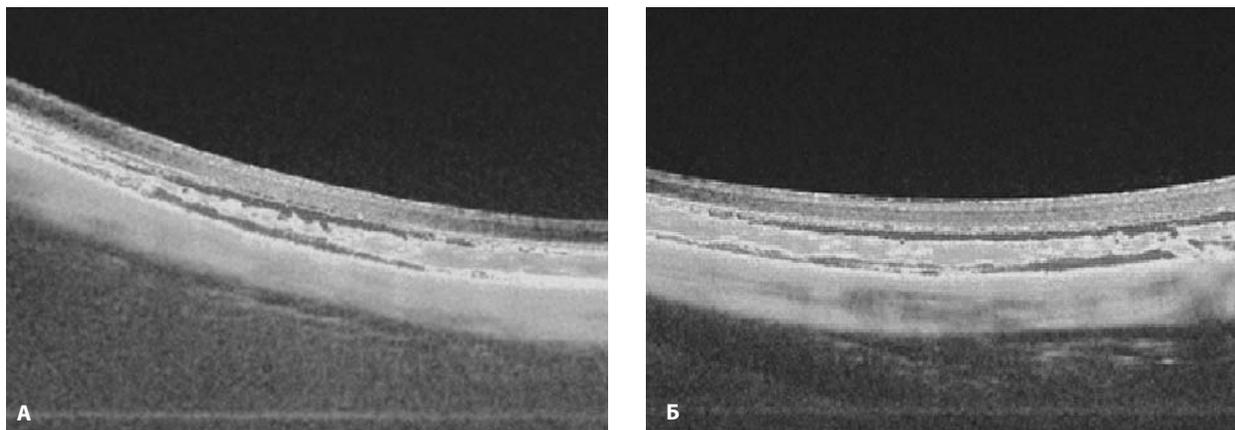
Оптическая когерентная томография кроликов. 1-е сут после проведения процедуры ультрафиолетового кросслинкинга склеры. А — опыт; Б — контроль
